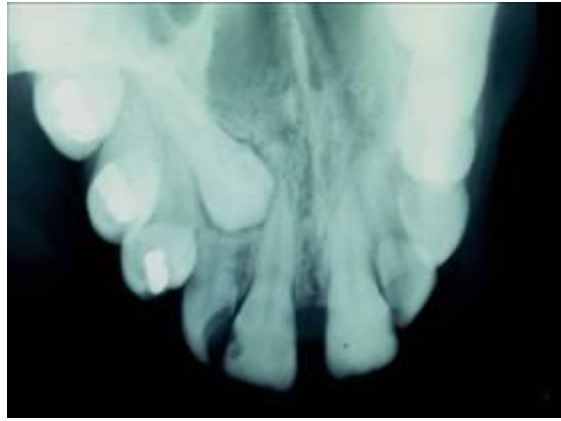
Radiografia que demonstra possibilidade de remoção, uma vez que, não há espaço entre incisivo lateral e pré-molar.
